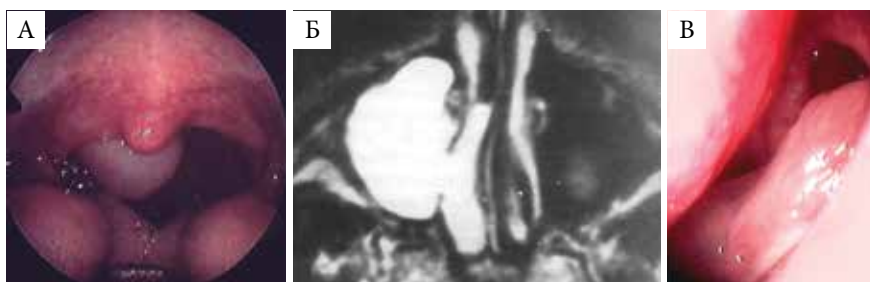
Пациент Н., 28 лет. Антрохоанальный полип: А – вид при фарингоскопии; Б – МРТ в T2-взвешенном режиме, аксиальная проекция: полип, исходящий из правой ВЧП; В – интраоперационное фото: ножка антрохоанального полипа, выходящая из расширенного соустья левой ВЧП (30° эндоскоп)
